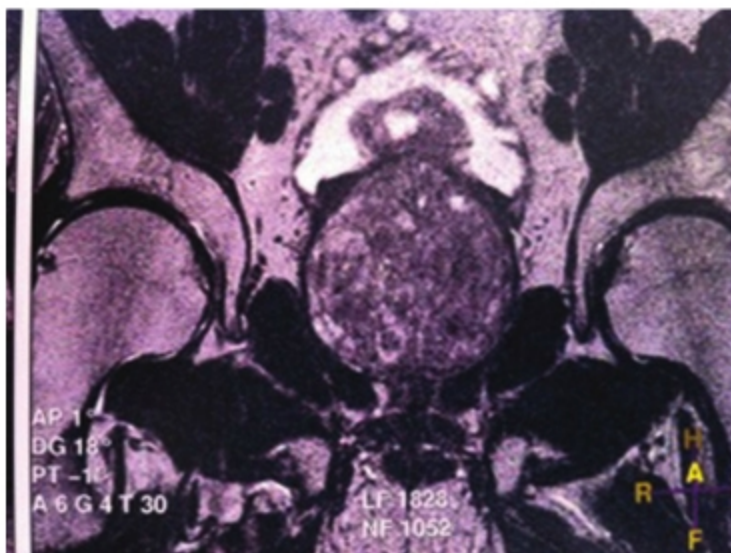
e11. Prostate volumineuse en coupe coronale d'IRM pelvienne.
